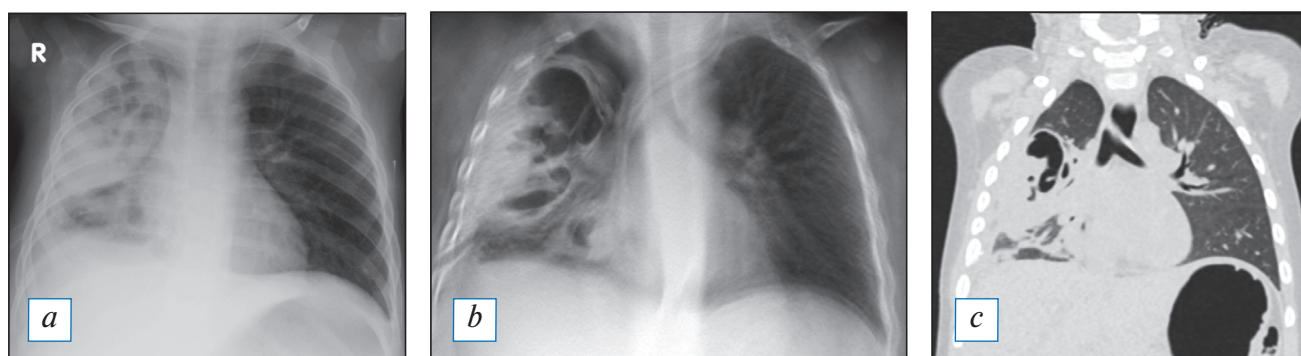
Результаты лучевого обследования пациентки К., 16 лет, на 6-е сут заболевания. Первично рентгенографически (а) диагностирована верхнедолевая пневмония. По результатам томосинтеза (b, c), выполненного также на 6-е сут заболевания, зона затемнения захватывает всю нижнюю долю левого легкого; подозрение на формирование деструктивных очагов в сегментах 4 и 5 слева стало поводом для пересмотра (расширения) схемы эмпирической антибактериальной терапии.
